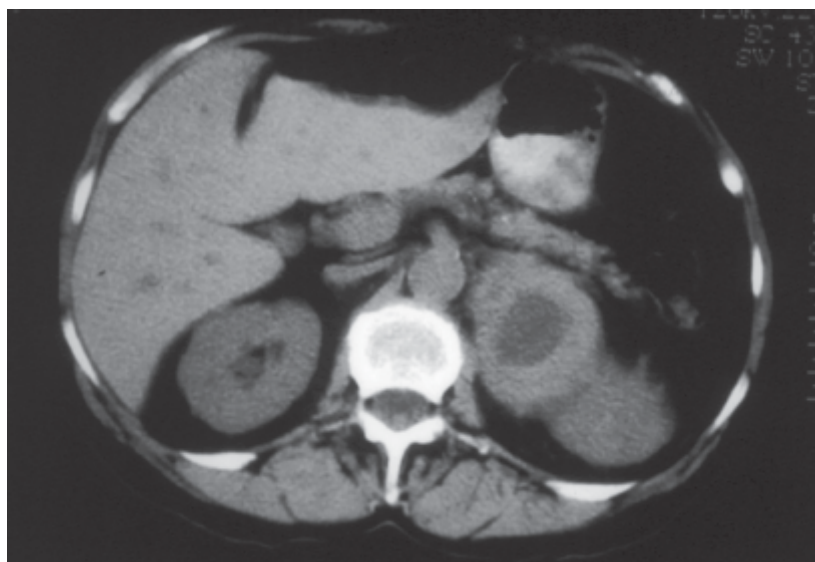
Tomografia computadorizada de suprarrenais mostrando lesão volumosa em topografia de suprarrenal esquerda, heterogênea, com área de necrose central.
